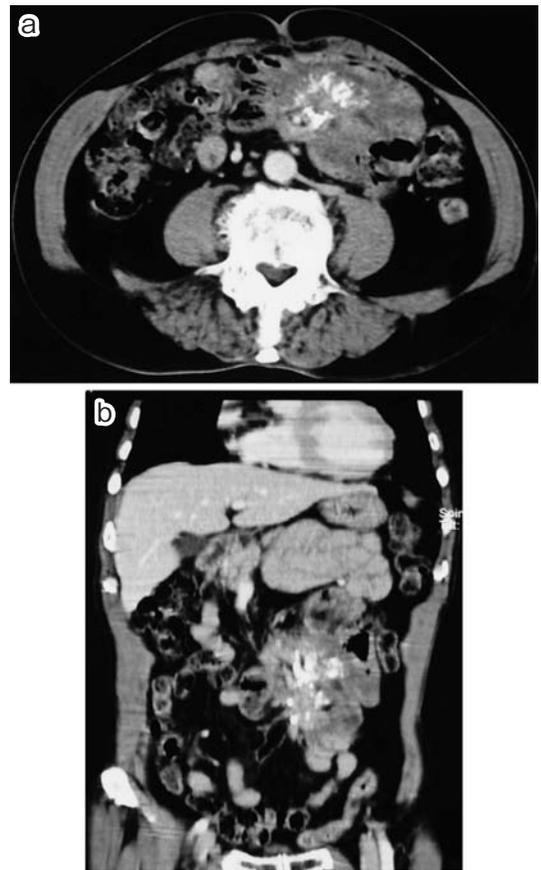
CT finding in February, 2006 (a, b) b: coronal view.
